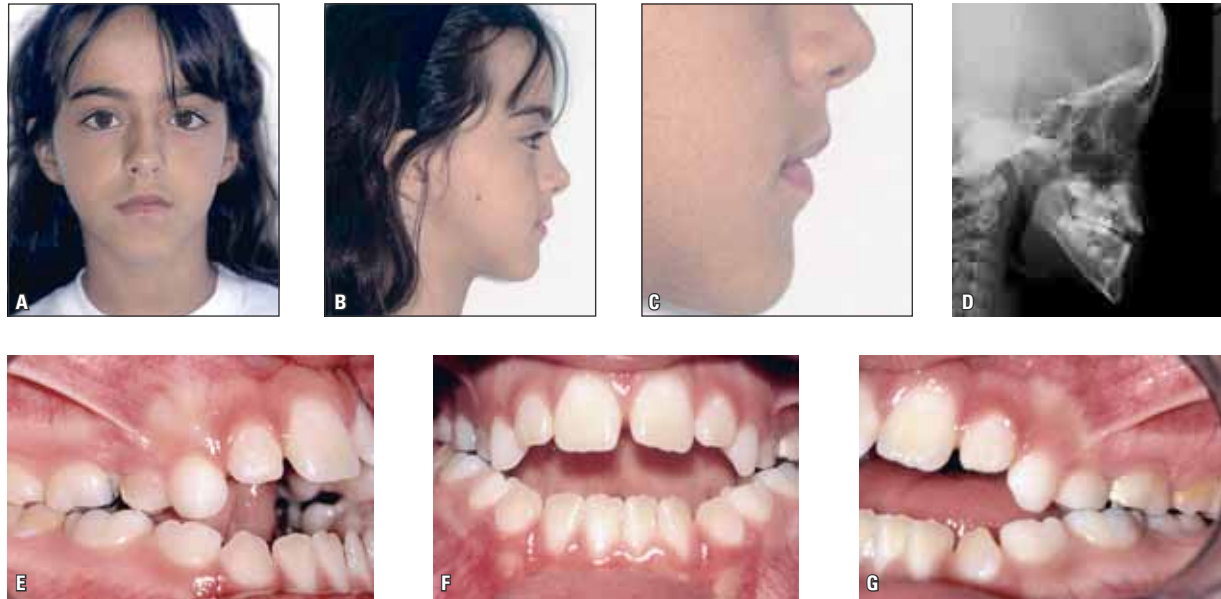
Fotografias extrabucais (A, B e C), radiografia cefalométrica de perfil (D) e fotografias intrabucais (E, F e G) iniciais.
